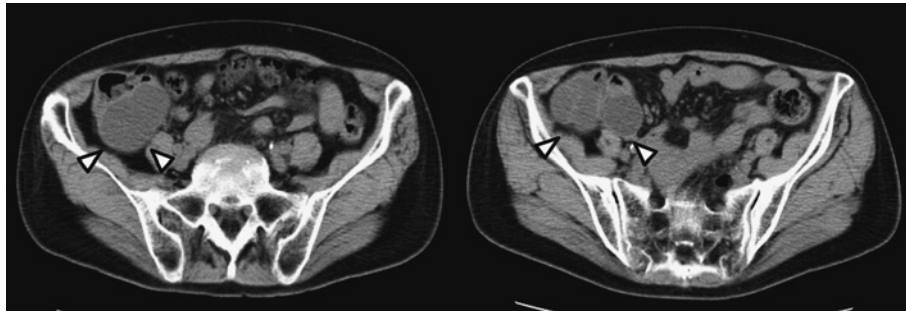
腹部単純 CT (経過観察時, 2016 年 7 月)
